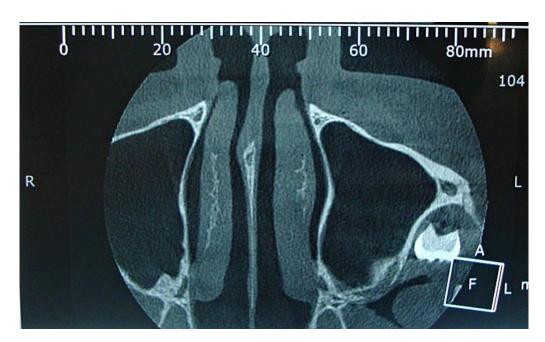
Tomografia computadorizada (Corte coronal) evidenciando o elemento 28 no espaço infratemporal esquerdo.
